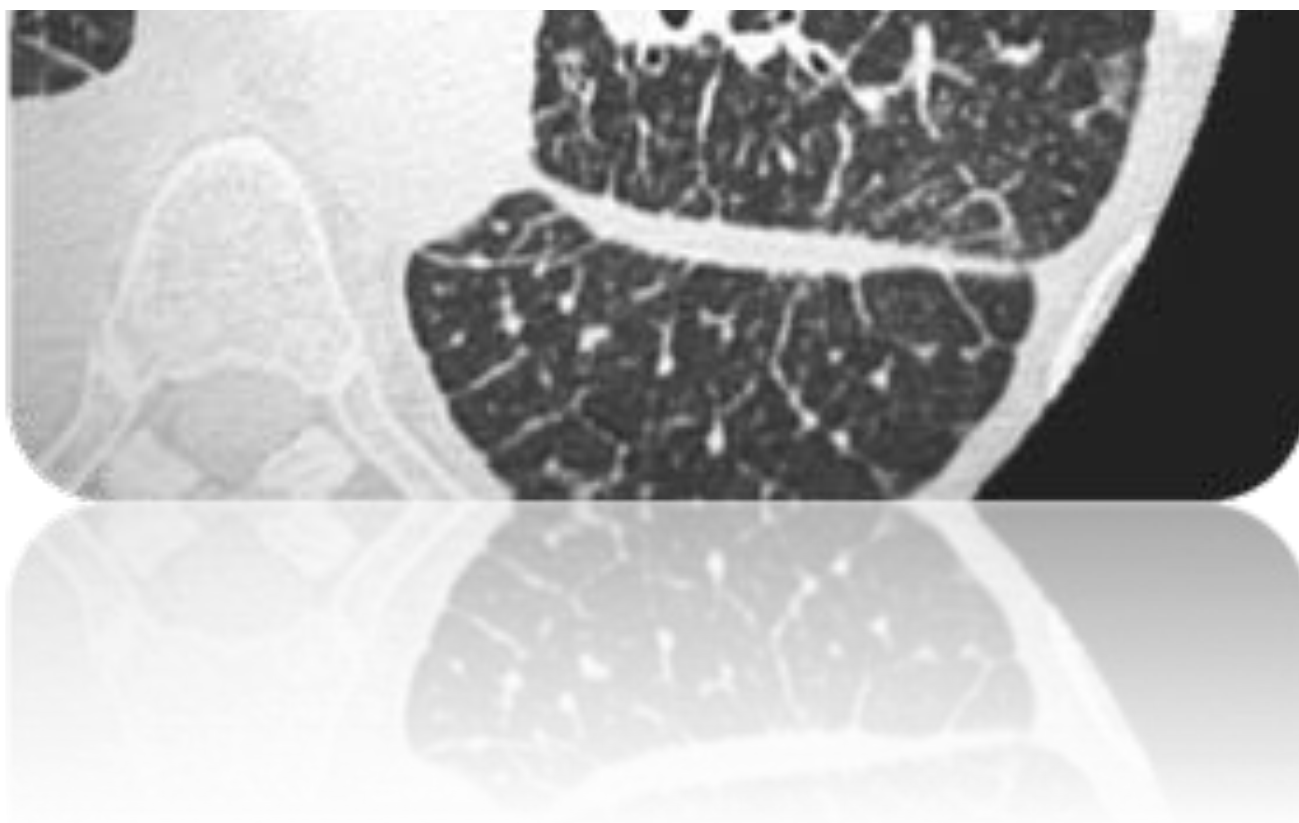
TC torácico (ventana de pulmón). Se observan imágenes lineales en región subpleural (engrosamiento septal interlobular fino) en relación con líneas B de Kerley. Se observan otras de trayecto más largo y disposición más central, líneas A. También se observa engrosamiento de la cisura mayor
